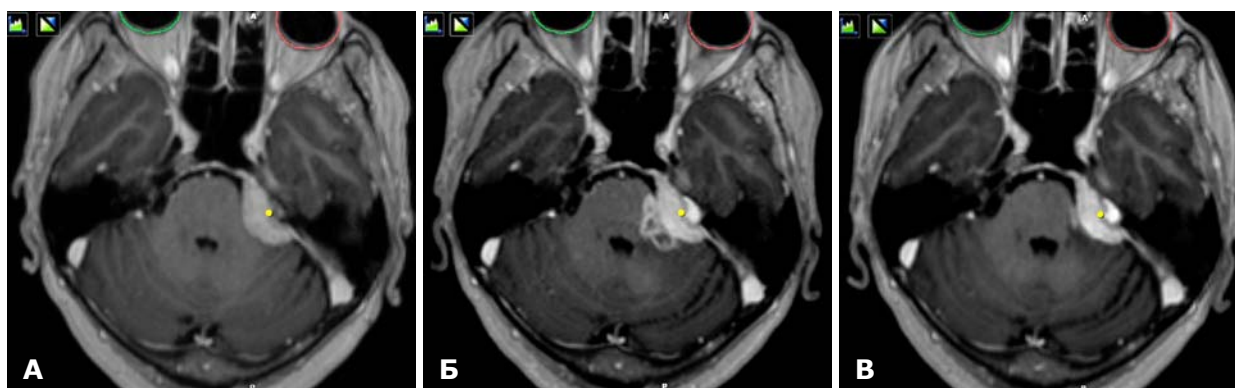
МРТ головного мозку. Пацієнтка К., 55 років. Менингіома петроклівальної локалізації ліворуч. А — до СРХ; Б — через 11 міс після СРХ, псевдопрогресія пухлини; В — через 15 міс після СРХ, зменшення пухлини.
